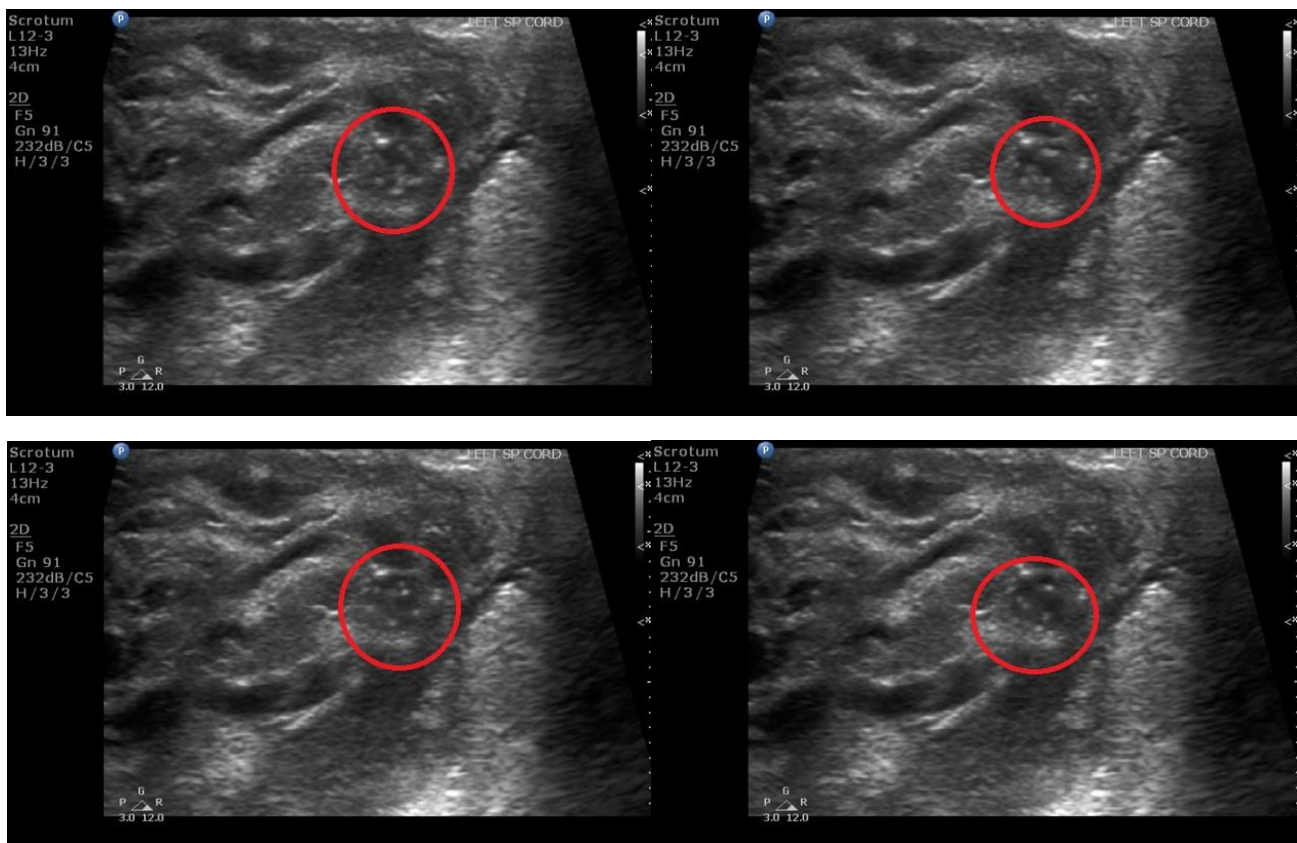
Séquence de clichés d'une échographie du scrotum montrant des canaux lymphatiques dilatés avec des microfilaries linéaires en mouvement à l'intérieur, montrant la danse filarienne caractéristique.
